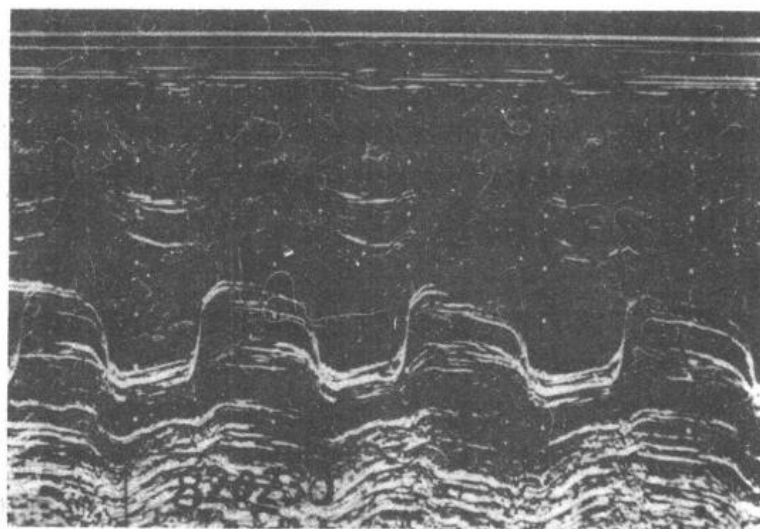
风湿性二尖瓣狭窄的 M 型超声心动图
